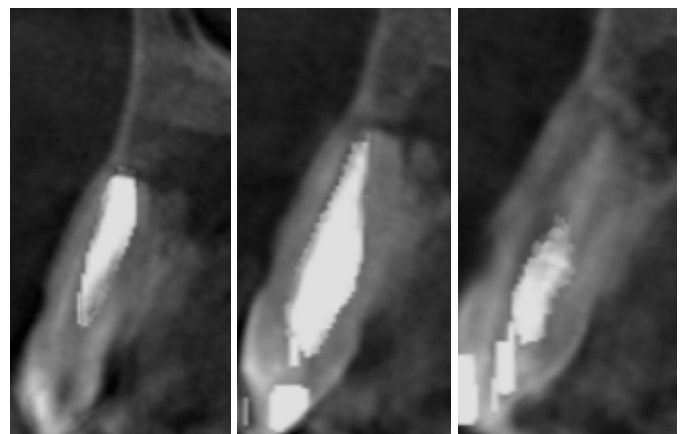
Corte sagital de CBCT a los 12 meses tras enucleación y cirugía periapical.
